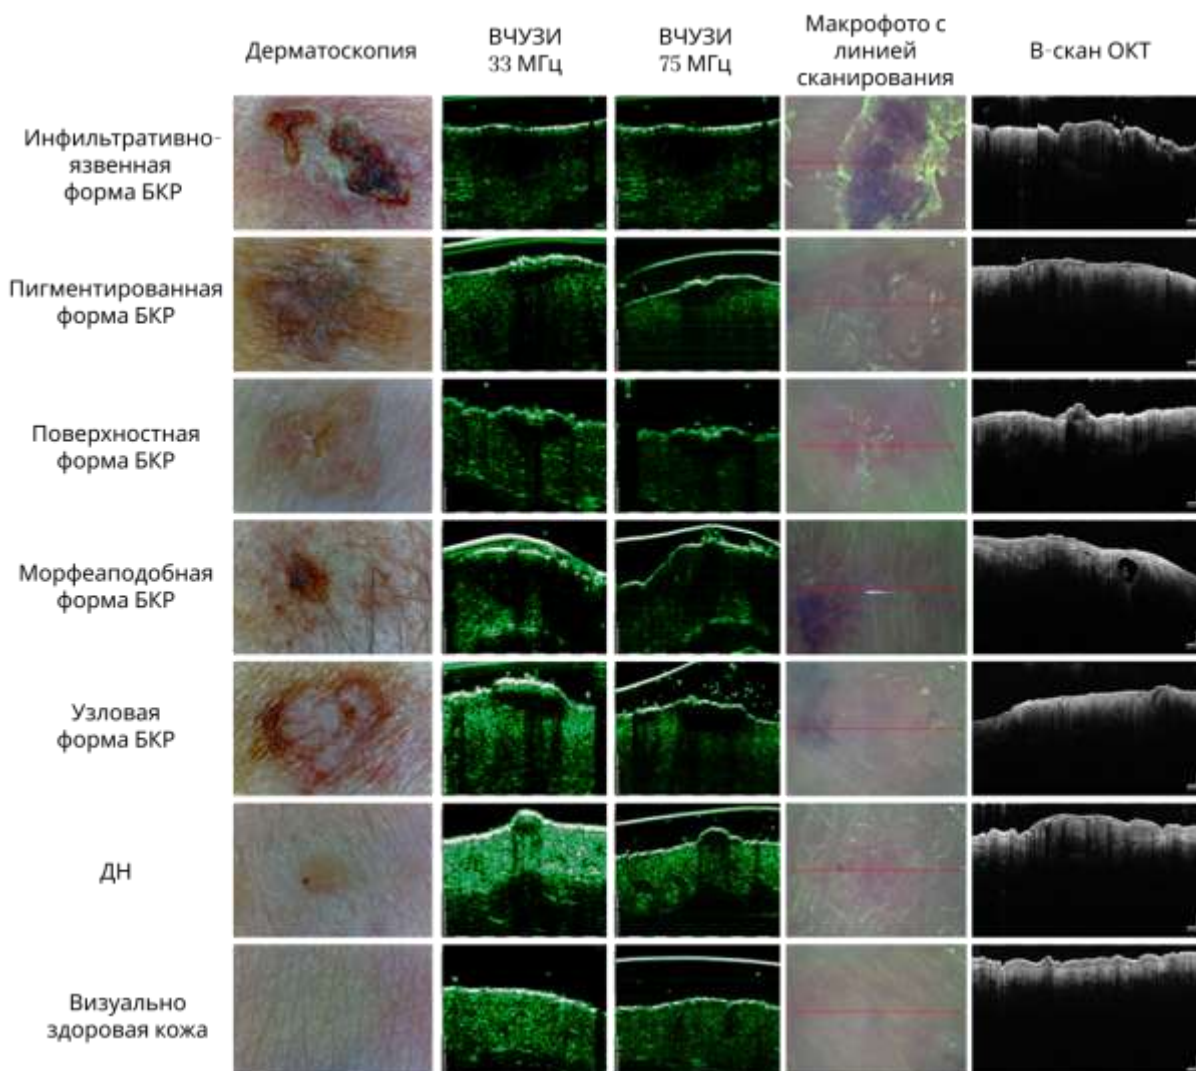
Типичные дерматоскопические изображения, ВЧУЗИ-изображения при центральных частотах 33 и 75 МГц, макроскопические изображения с плоскостью и направлением ОКТ-сканирования, отмеченными красной стрелкой, а также ОКТ-сканы новообразований кожи добровольцев с диагнозом БКР различных клинических форм, ДН и визуально здоровой кожи. Высота и ширина ультразвуковых изображений составляли 3.2 и 13 мм соответственно, а для ОКТ-изображений — 2.7 и 6 мм.
